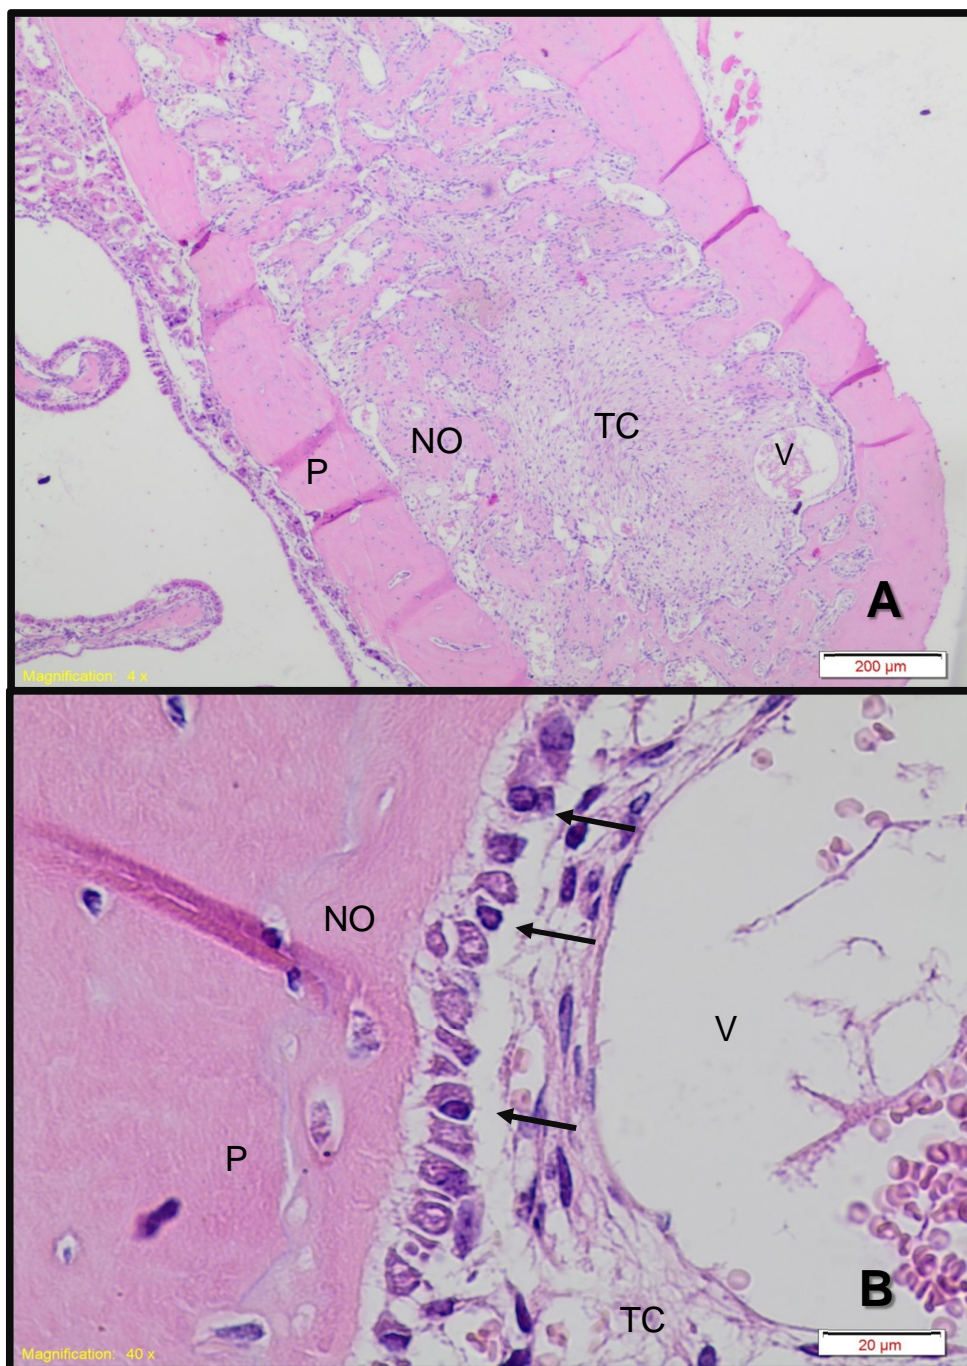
Período de 7 dias - Grupo II: A) Nesta área cervical (A1), pode-se observar o alvéolo preenchido por tecido conjuntivo (TC) e pequena neoformação óssea (NO). Alguns vasos podem ser notados (V) entre o tecido ósseo e o conjuntivo. B) Camada de osteoblastos (setas) pode ser notada. Coloração H.E. Fonte: Elaborado pela autora.
